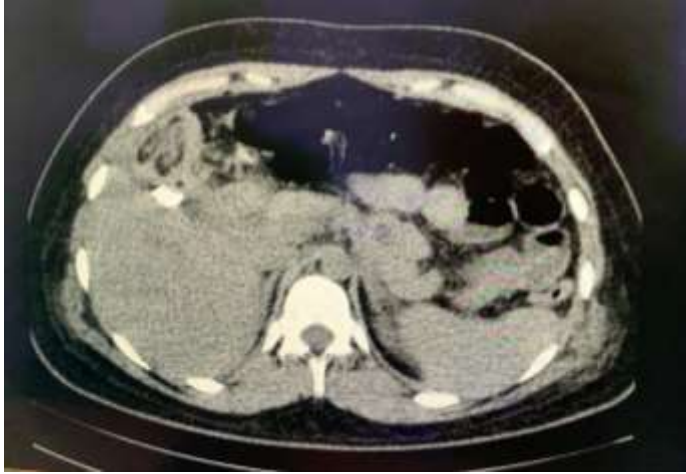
Corte axial tomografía simple de abdomen. Imagen hiperdensa subhepática de bordes definidos que mide aproximadamente 40 x 35 mm se asocia a estriación de la grasa mesentérica en relación a hematoma agudo.
